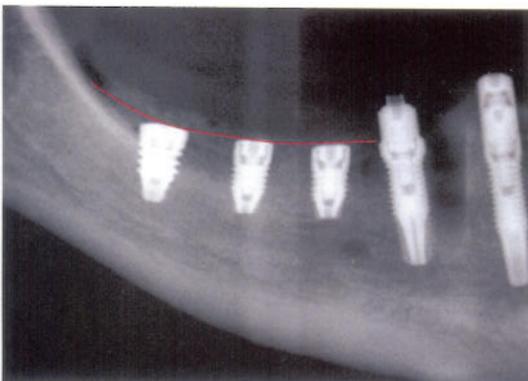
Man beachte die Position des Transplantats sowie die sofortige Belastung der vorderen Implantate auf dem Röntgenbild.
